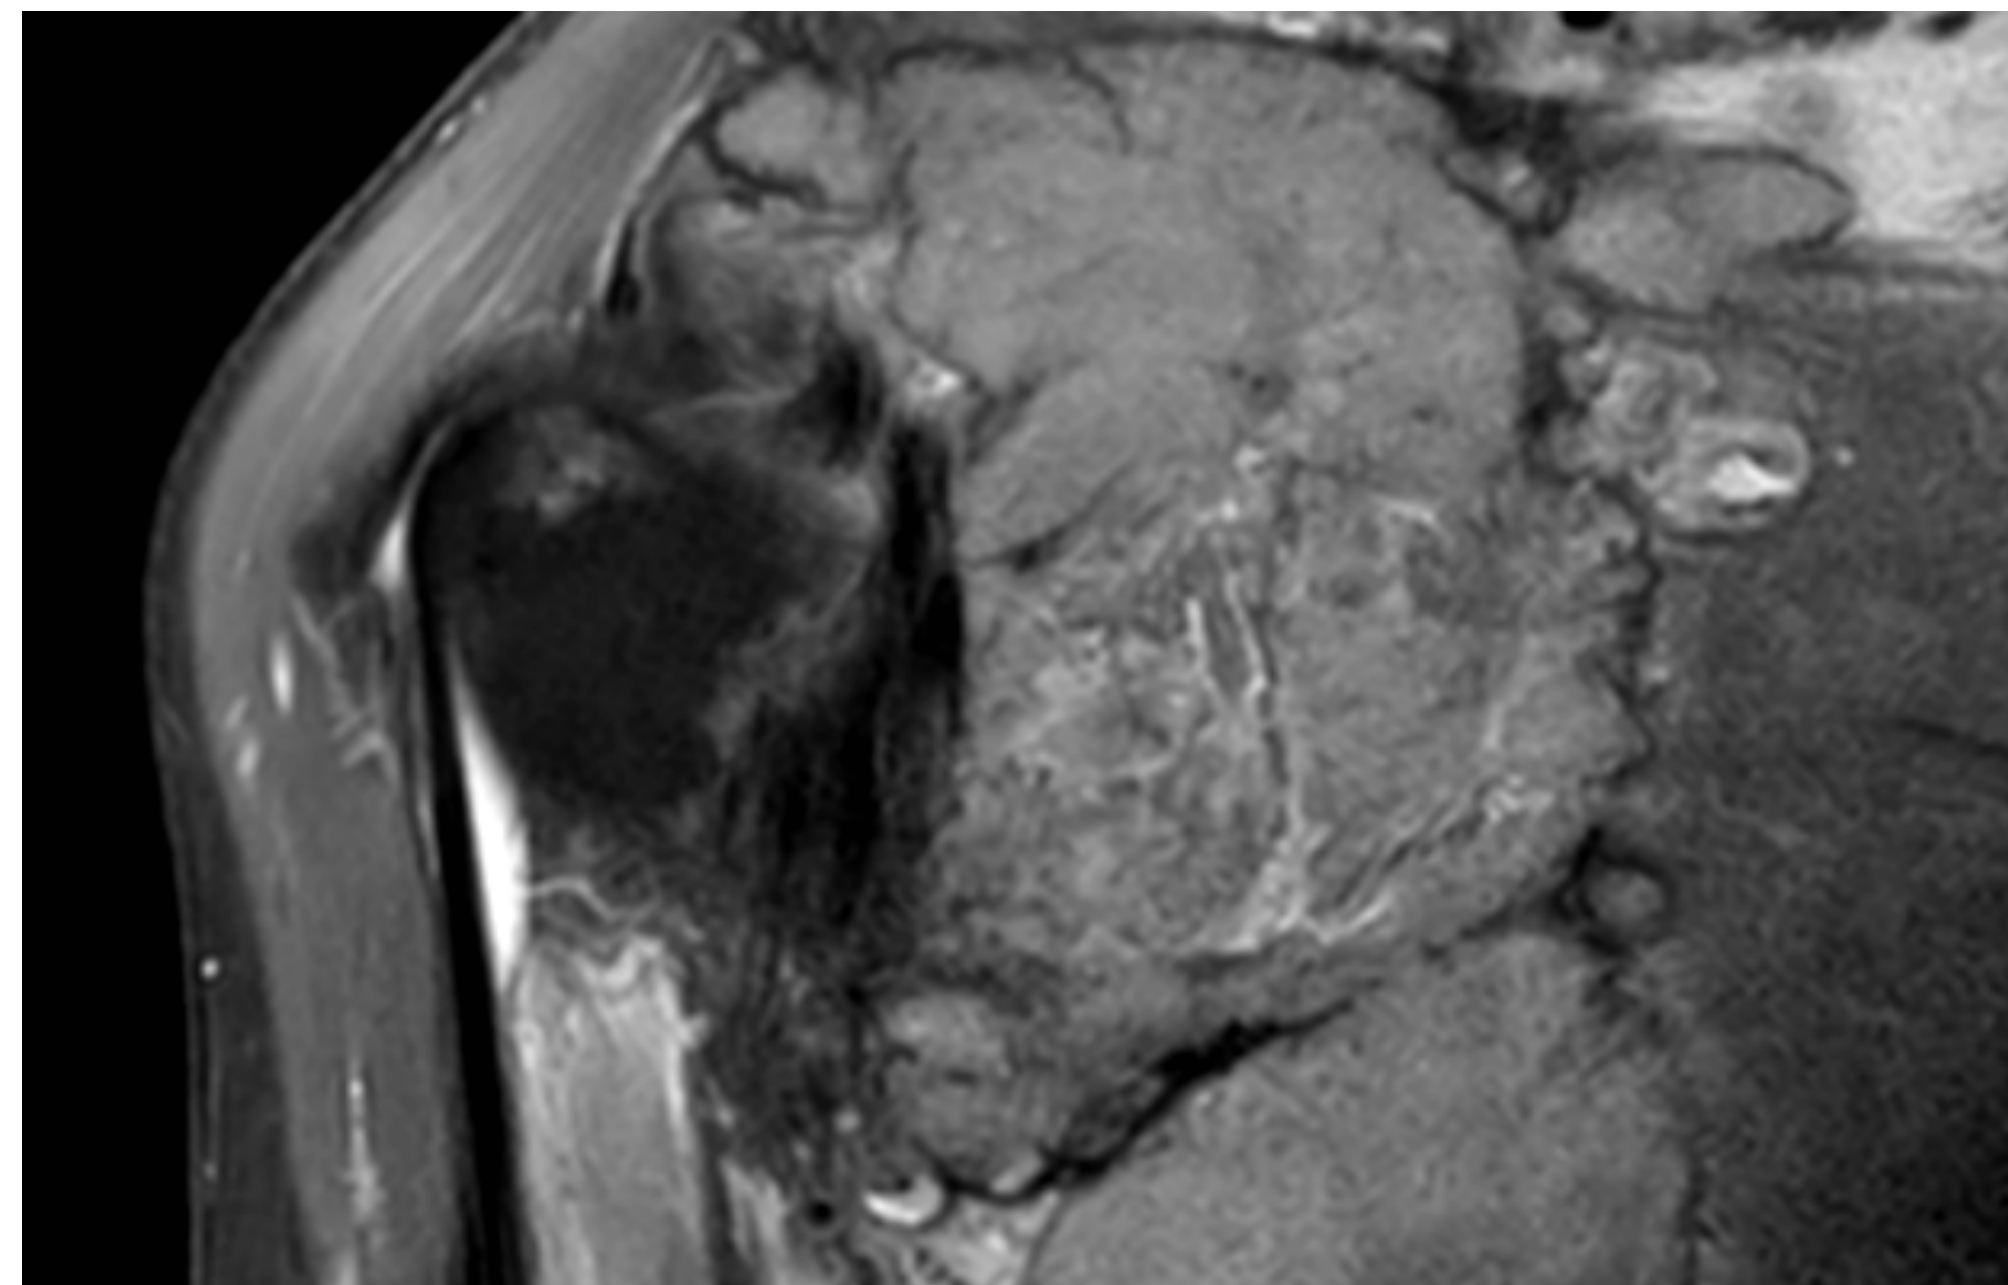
RM hombro derecho (coronal)
